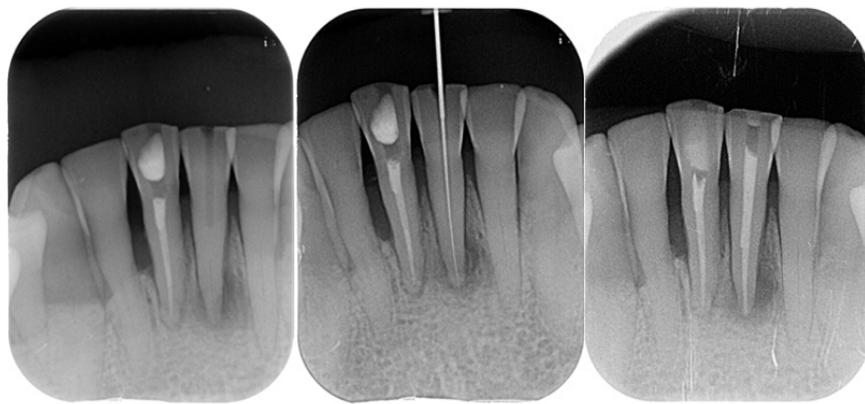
clichés radiographiques du traitement endodontique de 31
